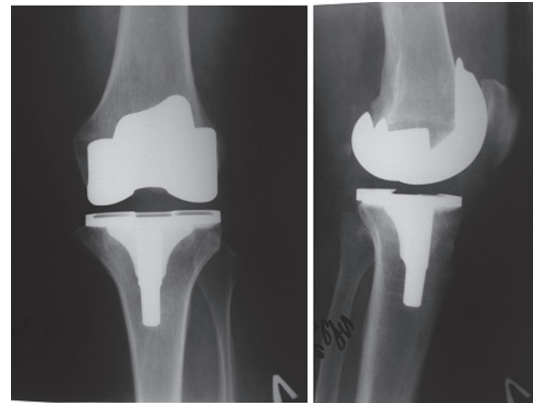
Послеоперационные рентгенограммы пациентки Р.
